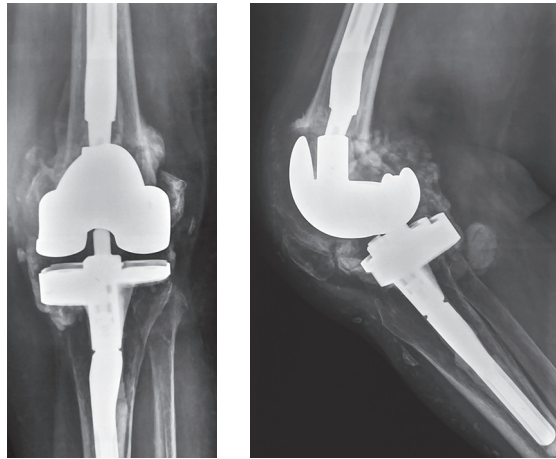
Рентгенограммы коленного сустава пациентки. Ложный сустав левой бедренной кости, нестабильность компонентов эндопротеза, разобщение интрамедуллярной ножки с бедренным компонентом
